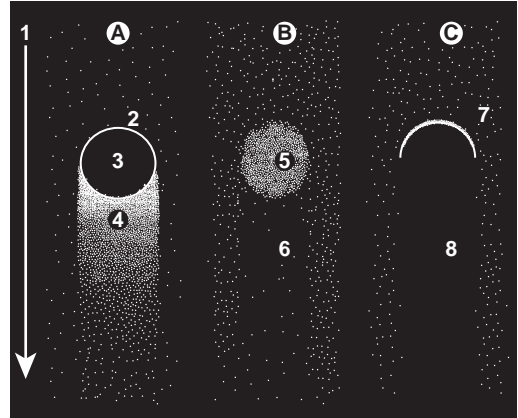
Principe de fonctionnement de l'échographie. L'onde se propage selon la flèche (1) dans trois milieux différents (A, B et C) : A. structure à contenu liquidien présentant sa paroi antérieure (2), une zone anéchogène, liquidienne (3) et un renforcement postérieur des échos (4); B. structure dense présentant un renforcement des échos au sein de la masse (5) et une discrète atténuation des échos en aval (6); C. structure calcique arrêtant les échos et présentant une réflexion totale à sa face antérieure (7) et un cône d'ombre dû à l'interruption des échos en aval (8).
